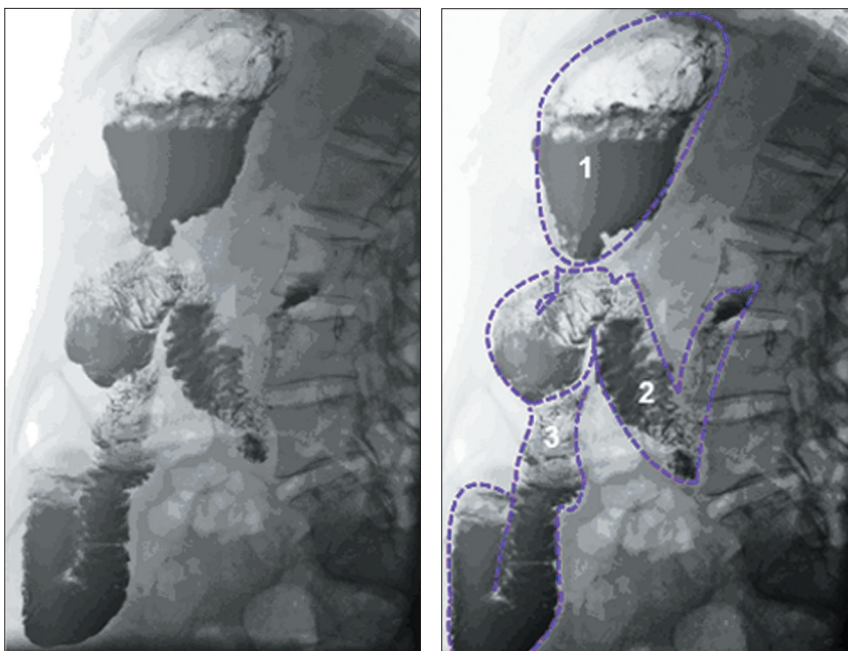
Рентгенограмма выполнена в вертикальном положении пациента правым боком к приемнику рентгеновского излучения. Фаза двойного контрастирования культи желудка
